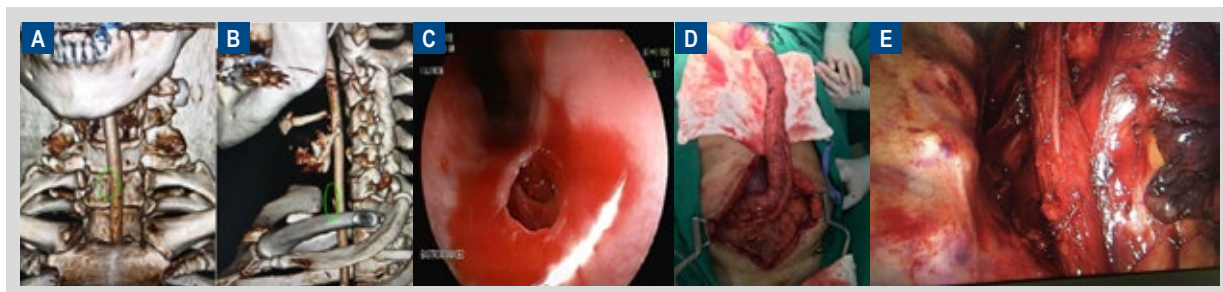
Complicación con requerimiento quirúrgico secundaria a espina de pescado. A y B. TAC con reconstrucción en 3D, visualizando CE en tercio medio porción torácica del esófago, visión frontal y lateral, respectivamente. C. Vista endoscópica de perforación esofágica, eritema, disrupción lumen esofágico, y sangrado de tiempo menor a 24 horas. D y E. Esofagectomía transhiatal, visión operatoria externa y visión laparoscópica, respectivamente.
